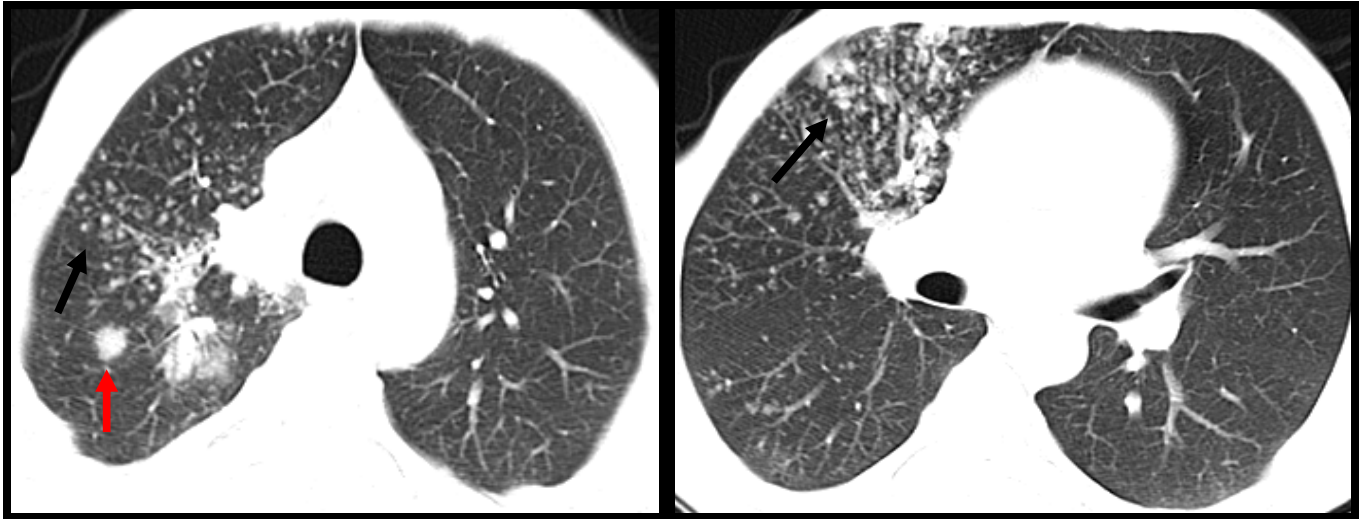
(cas N°8) : TDM thoracique, en coupes axiales, fenêtre parenchymateuse : Micronodules en fleurs de mimosa (⚡) et nodules acinaires (🔴) lobaire supérieur droit
